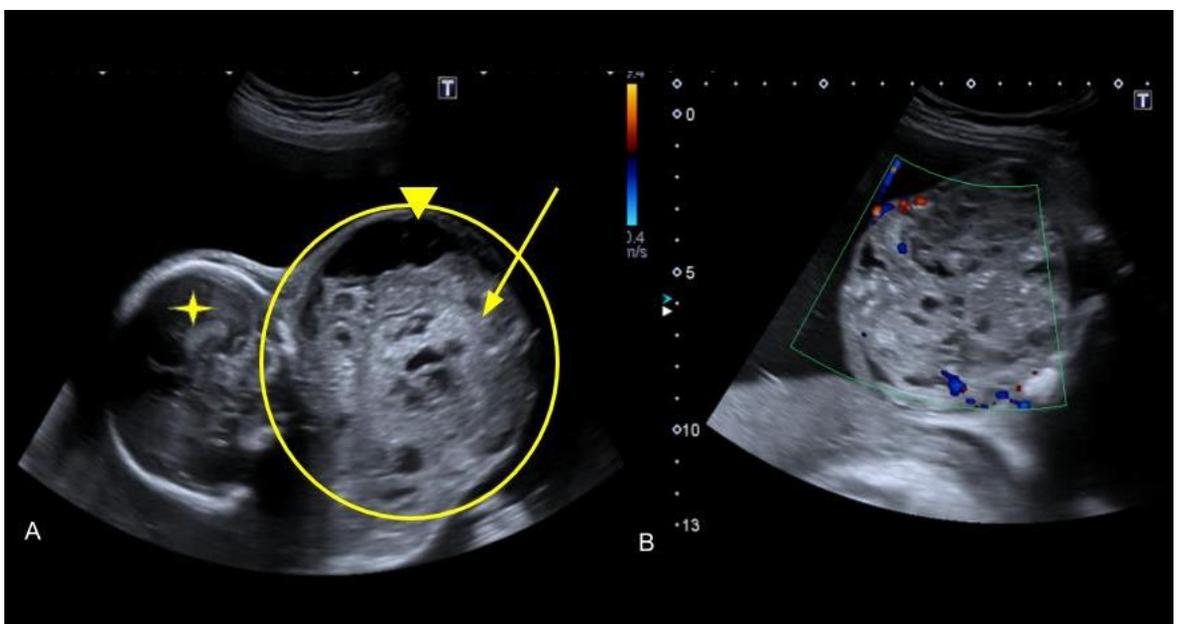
Ecografía 2do Trimestre. (A) Se evidencia formación de bordes definidos de localización cervical anterior (círculo), presenta estructura heterogénea con áreas sólidas (flecha) y quísticas (cabeza de flecha), hacia posterior se identifica el encéfalo fetal (estrella) . Al examen Doppler color (B) no se evidencia vascularización de la lesión descrita.
